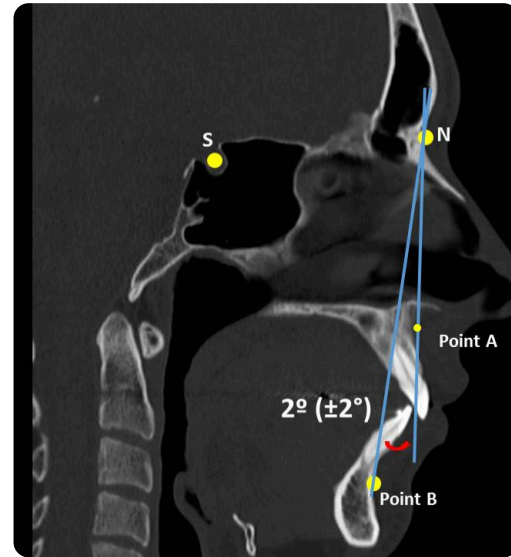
TC facial en reconstrucción sagital que demuestra el ángulo punto A-nasion/punto B (A-N/B) (Steiner).
